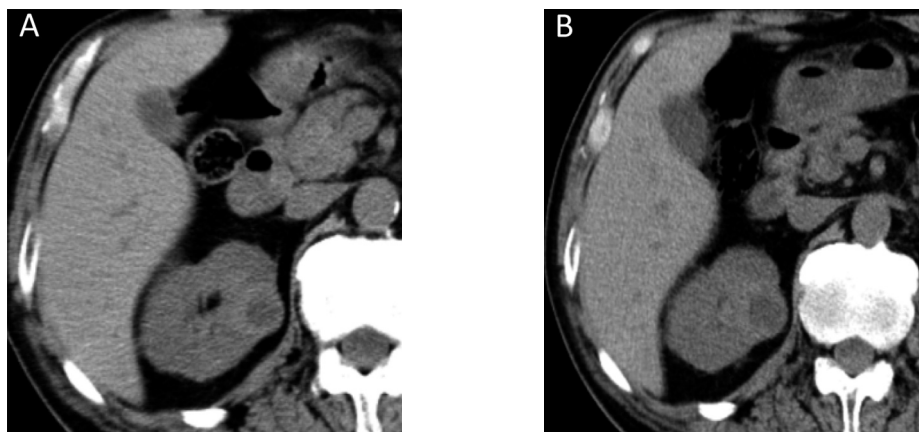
A: CT performed before sunitinib therapy revealed right renal metastasis. B: After 2 courses of sunitinib therapy, CT revealed right renal mass, stable disease.
